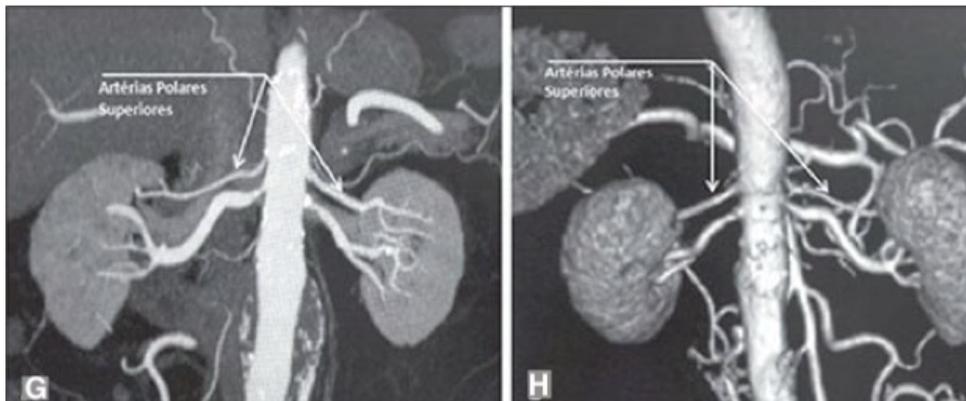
TCMD (tomografia computadorizada com múltiplos conectores), reconstruções VRT (*volume rendering technology*) em projeção frontal (A) e MIP (*maximum intensity projection*) de projeção coronal (B) demonstrando a artéria renal hilar direita que é um ramo da aorta que penetra o rim na região do hilo e somente no hilo ou seio renal oferta ramos terminais. Na imagem C e D as setas apontam para a artéria extra-hilar polar superior esquerda (C), que sai da artéria hilar esquerda e se dirige para o polo superior esquerdo (D). Nas imagens E e F, as setas apontam para a artéria extra-hilar polar inferior direita, que sai da artéria hilar direita e vai para o polo inferior direito. A chave mostra os limites do hilo renal. Já nas imagem G e H As setas apontam para a artéria renal polar superior direita (G) e esquerda (H), ramo da aorta que vai para o polo superior renal direto e esquerdo, respectivamente.
